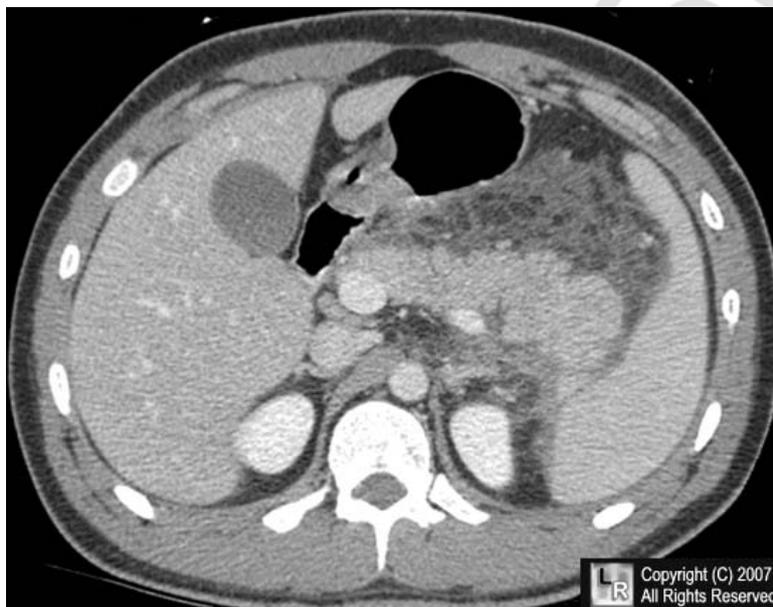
КТ-признаки ОП (локальное увеличение головки, нечеткость контуров, гомогенная структура паренхимы со снижением плотности; появление «дорожек» некрозов; выпот в забрюшинном пространстве)
